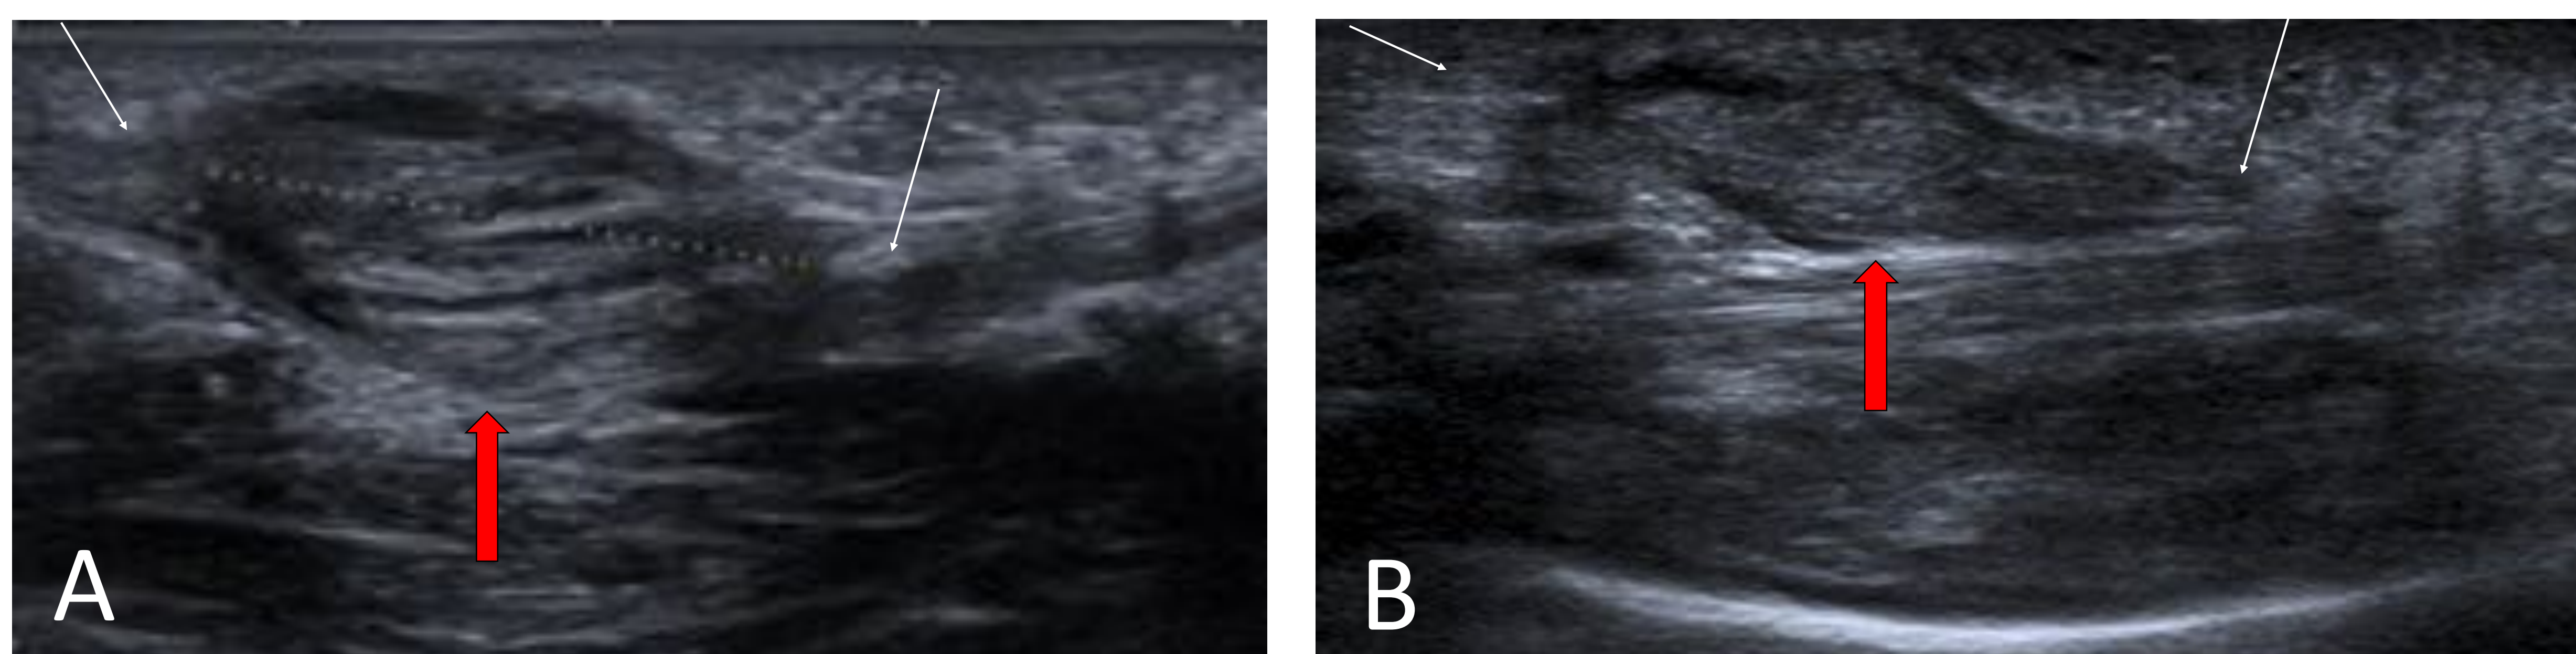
Ecografía de región plantar de dos pacientes diferentes.
